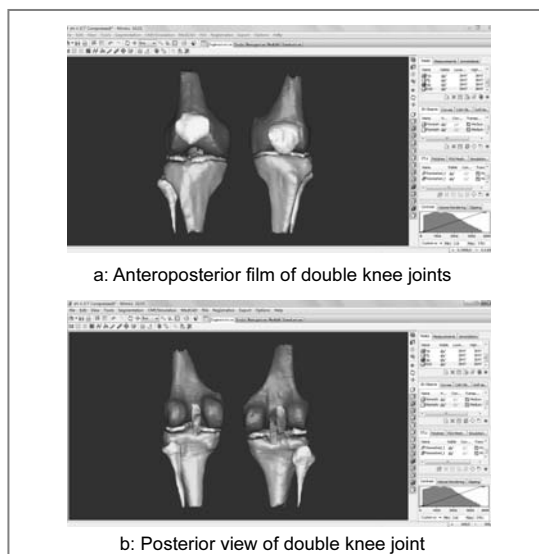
Three-dimensional digital model anatomical images of double knee joints based on MRI
